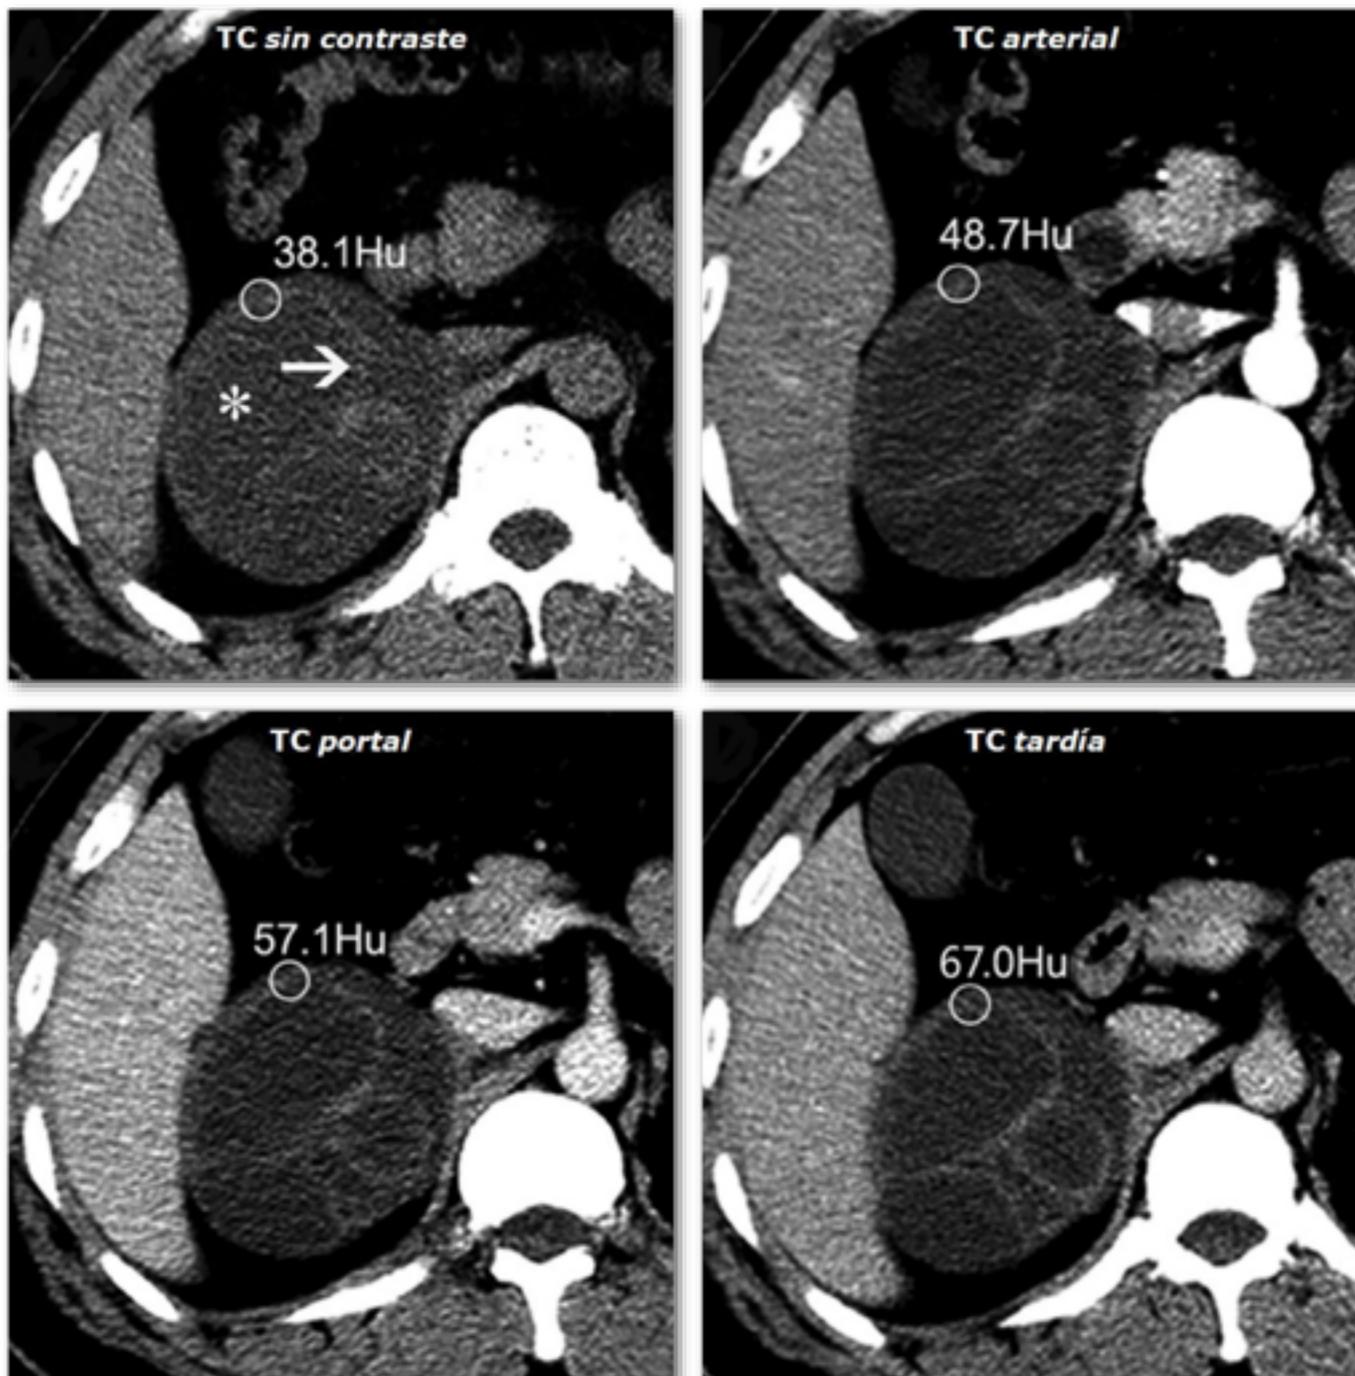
Schwannoma adrenal. Hallazgos en TC. Varón de 43 años. Se aprecia una masa quística (*) septada de forma casi esférica en la adrenal derecha. Las áreas sólidas de la pared y los septos (flecha) muestran realce discreto y progresivo a lo largo del estudio dinámico.
